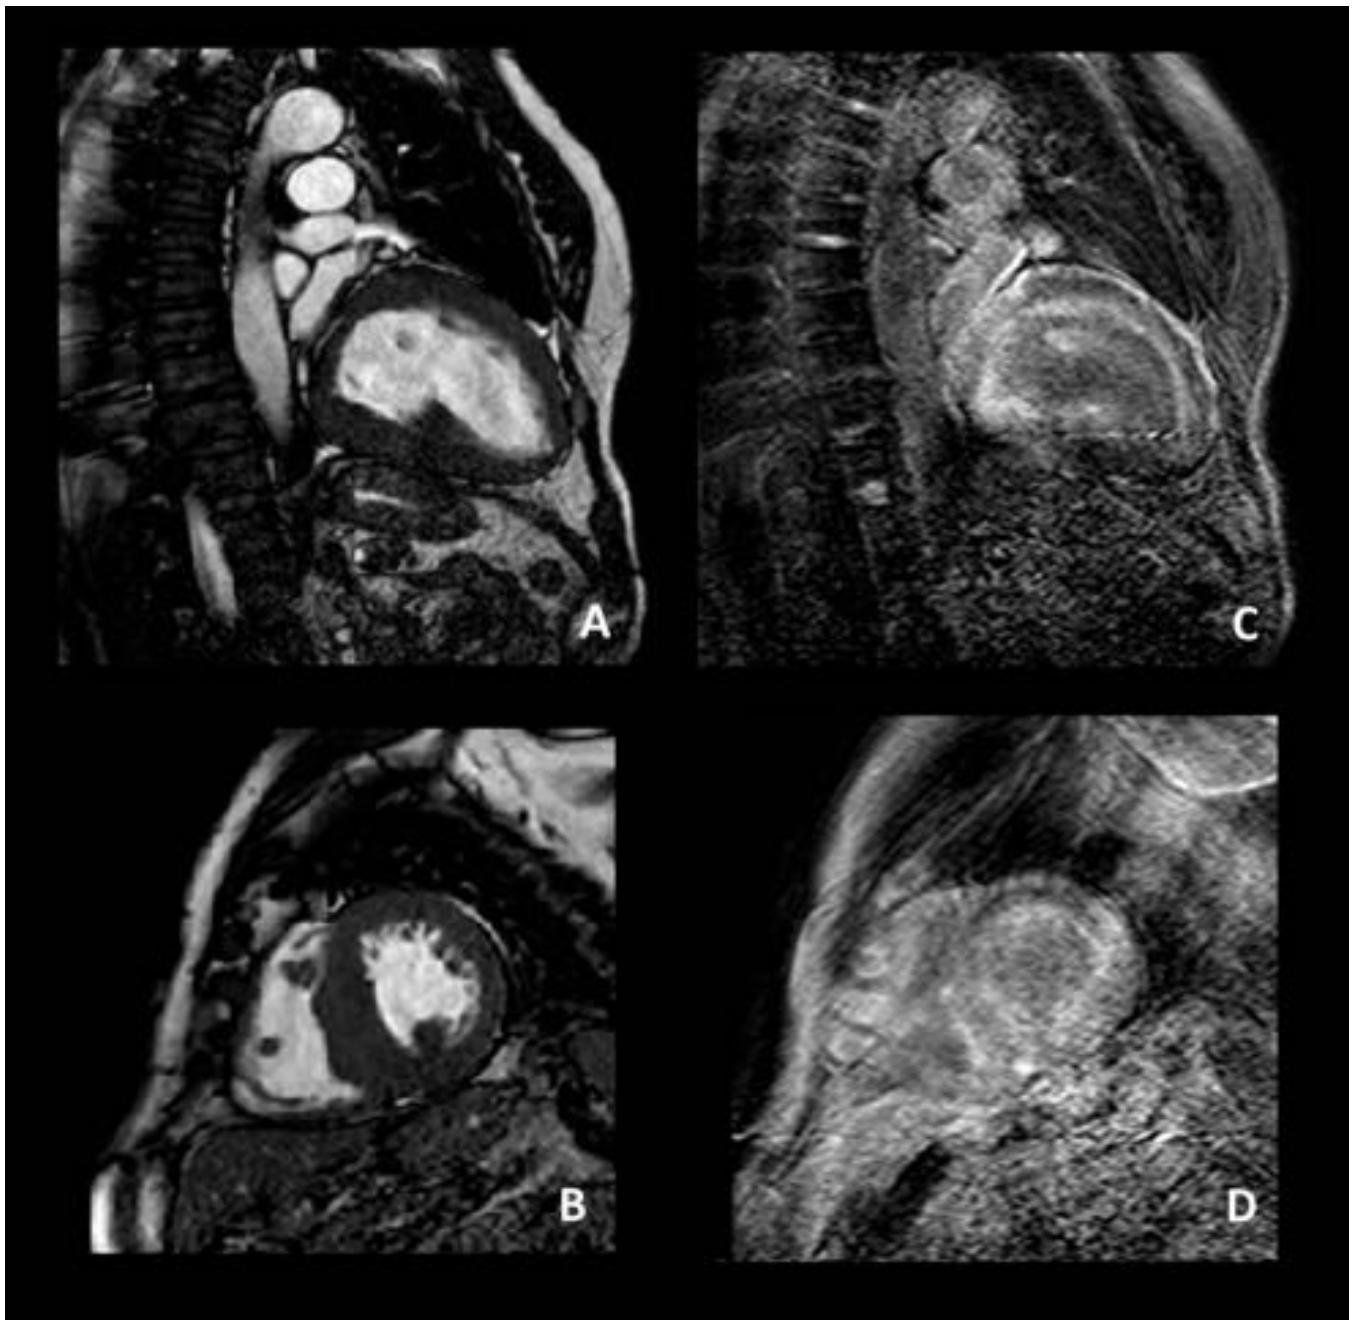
CASO 4 - RM cardiaca mostrando hipertrofia miocárdica en el VI de predominio septal (A eje largo, B eje corto) y una captación de gadolinio tardía subendocárdica difusa (C,D).
